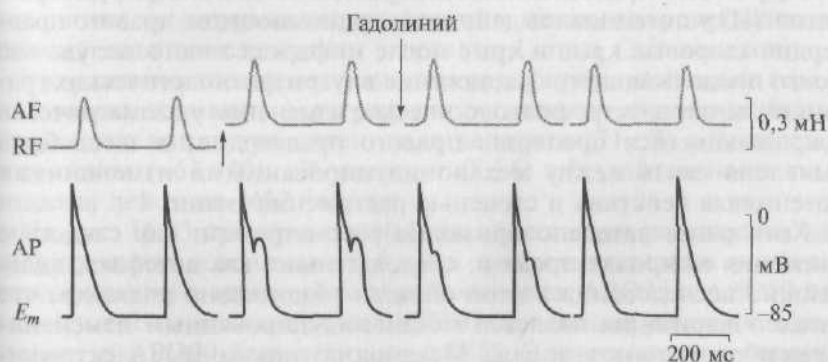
Ингибирование гадолинием, добавленным в перфузионный раствор в концентрации 40 мкмоль/л, SID на уровне APD50:
